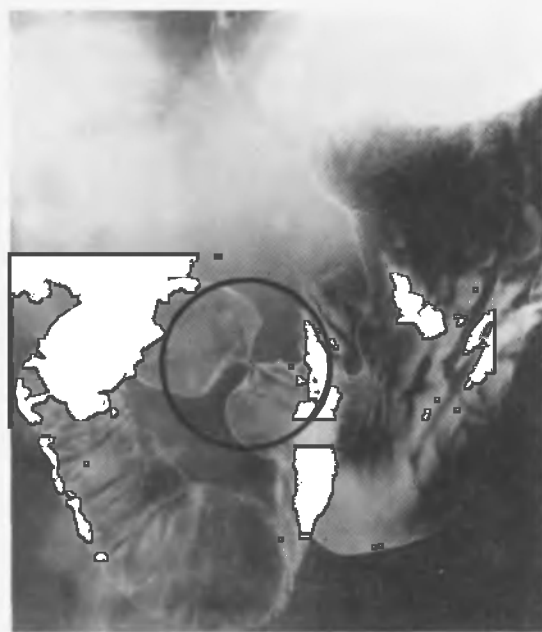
Желудок и проксимальный отдел двенадцатиперстной кишки на рентгеновском снимке. В просвете желудка контрастируют друг относительно друга воздух (черный) и содержащая барий контрастная масса. Обращает на себя внимание место слияния желудка и пищевода, внутри которого еще находится контрастная масса, а также форма желудка в виде буквы «J», проходящие вдоль желудка складки в просвете и узкий пилорический канал (красный круг) с примыкающей к нему С-образной двенадцатиперстной кишкой
